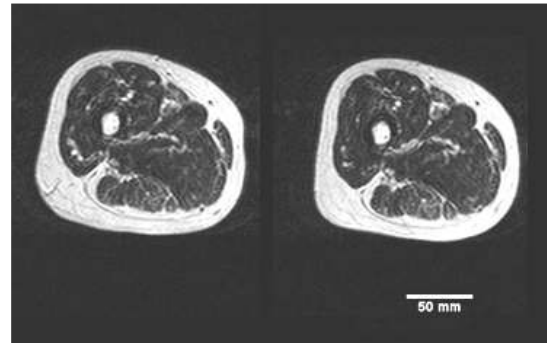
Quadriceps muscle CSA(Cross Sectional Area) of exercise Group(Left: Pre MRI, Right: Post MRI). A typical result obtained from one subject
